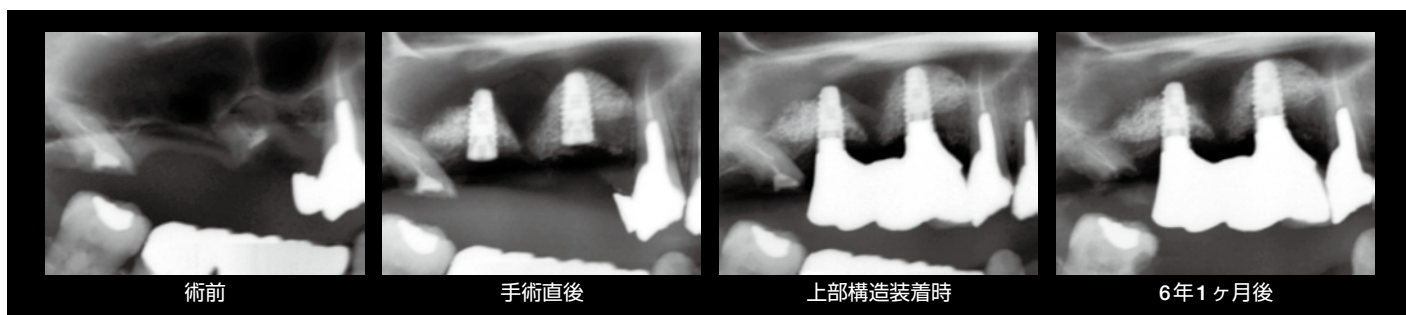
上顎洞底挙上部におけるX線像による経過推移。
